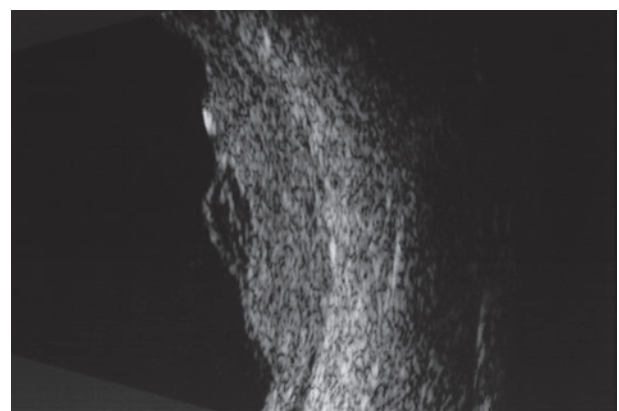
Métastase choroïdienne d'un carcinome pulmonaire méconnu siégeant au pôle postérieur. Échographie mode B. La lésion est moins saillante et plus étendue qu'un mélanome. Elle est également plus échogène. La petite bulle de décollement au centre de la masse est facile à reconnaître en mode B et ne doit pas être intégrée à l'épaisseur tumorale. Ce serait plus difficile en mode A.
